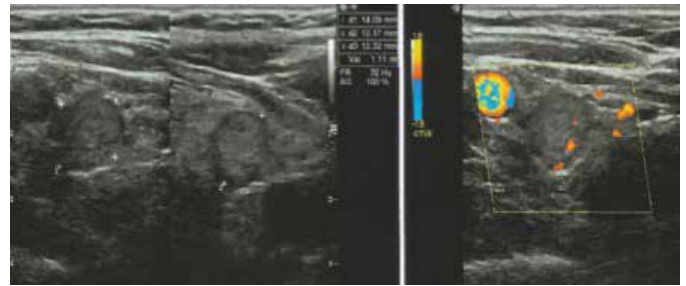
Imagem do exame ultrassom da tireoide, com doppler, evidenciando nódulo.
